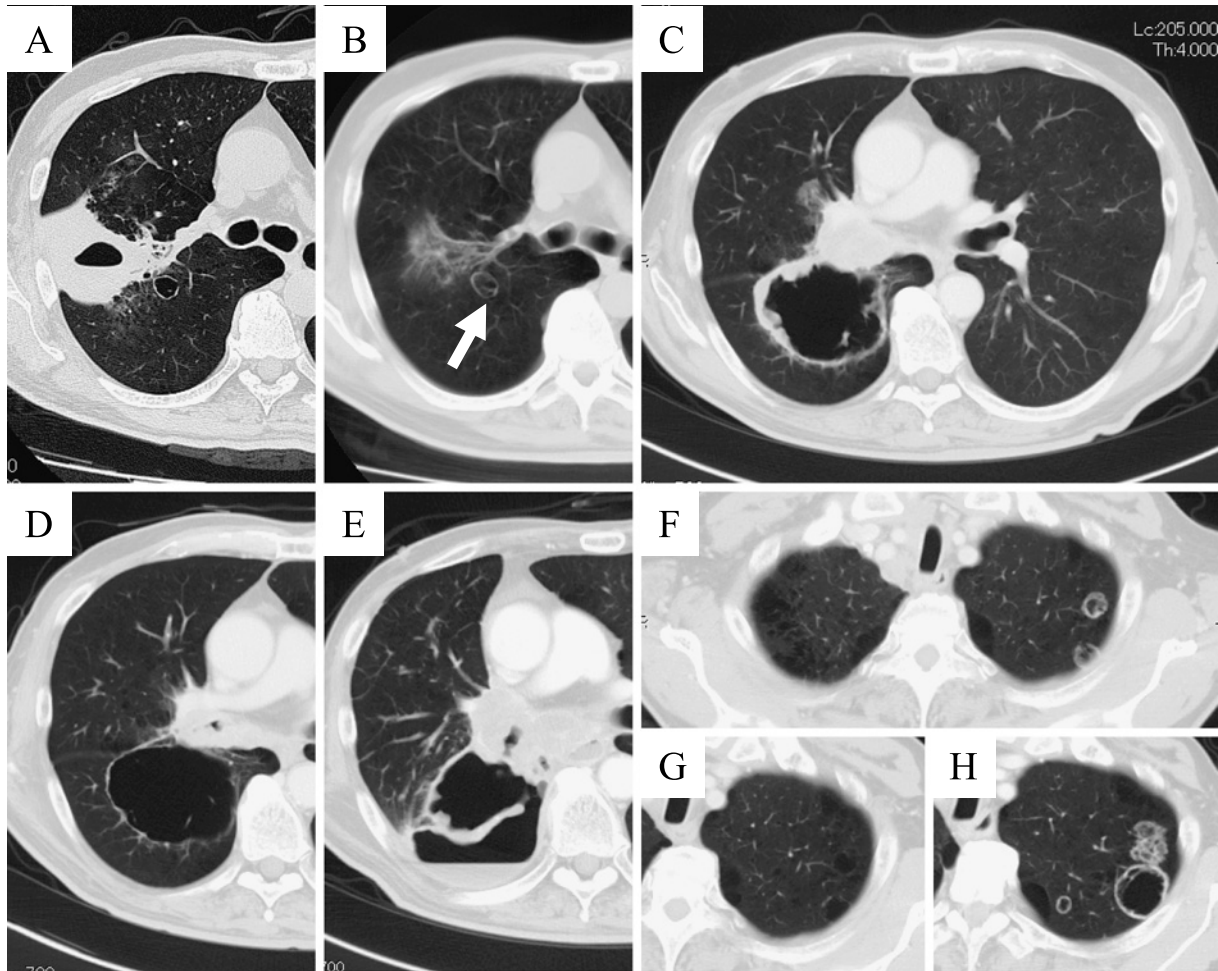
The clinical course of the chest CT findings. Chest CT scan at the initial admission for a lung abscess showed mass-like lesion with cavitation in the right S^{2b} (A). Two months later, the lesion of the lung abscess in the right S^{2b} remained as a scar-like lesion, and another cystic lesion was recognized in the right S^{2a} (arrow) (B). The cystic lesion in the right S²-S⁶ was found to have grown substantially on re-admission (C). Although it shrank after chemotherapy (D), at six months later it was found to have grown again (E). Chest CT on re-admission also showed multiple cystic lesions in the left upper lobe (F), all of which shrank after chemotherapy (G) but grew during the relapse (H).
